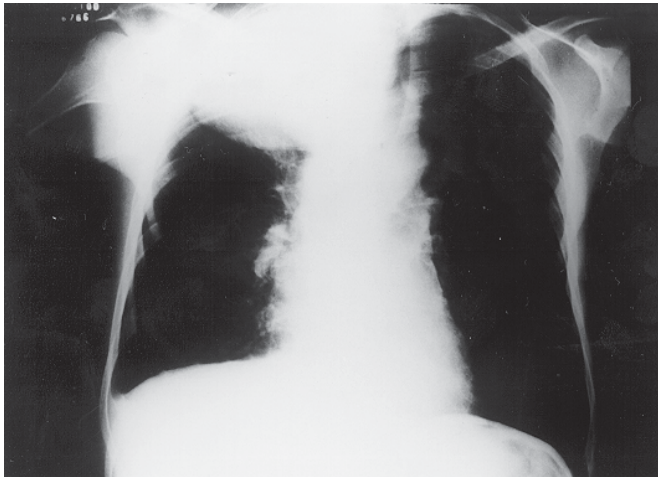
Radiografia de tórax AP
